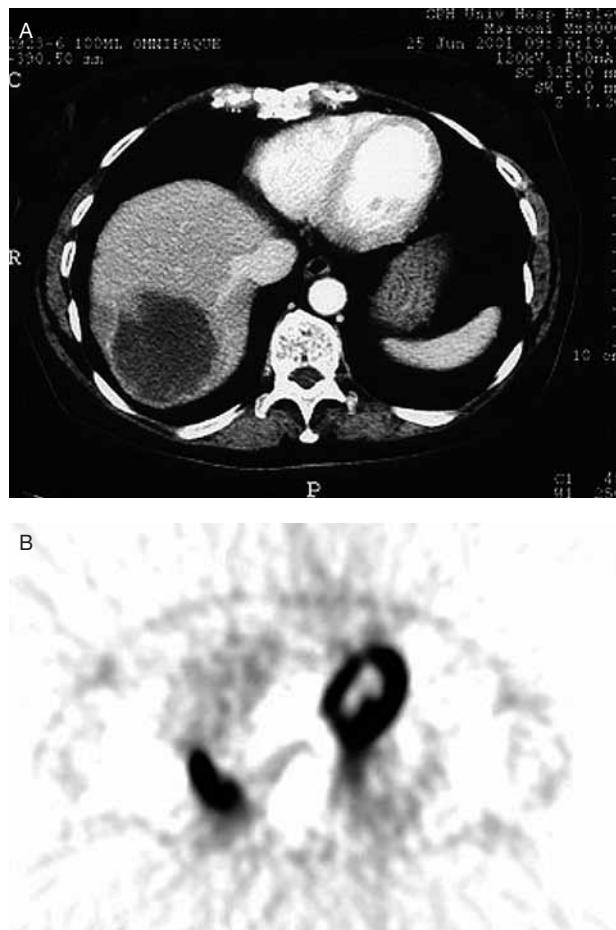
A. Præterapeutisk CT med en 5 cm i diameter stor hypodens proces i leveren. Transaksialt billede.
